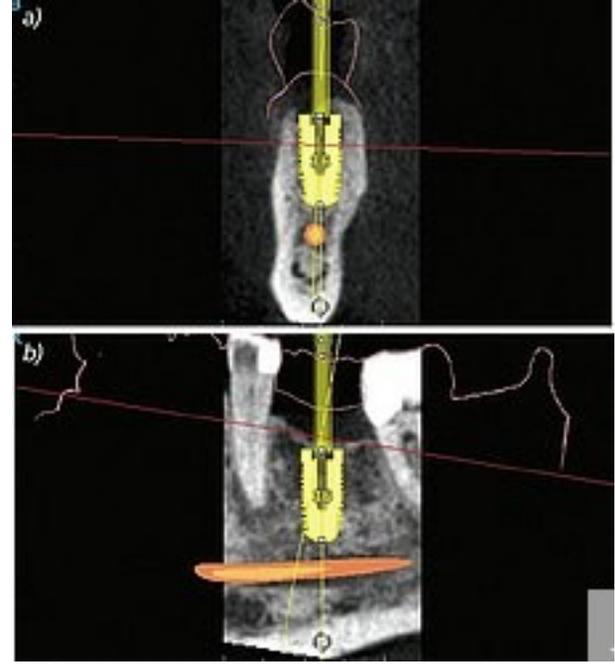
Nach Abschluss der Vorbehandlung wird eine digitale Volumentomografie erstellt. Durch Abgleich der Daten von DVT und Modellscan werden die prothetisch ausgerichteten Implantatpositionen im Planungsprogramm festgelegt (a: transversale Ansicht an Position 36, b: Längsschnitt durch Unterkiefer analog zu Abbildung 3b, orangefarbene Struktur entspricht Nerververlauf).
